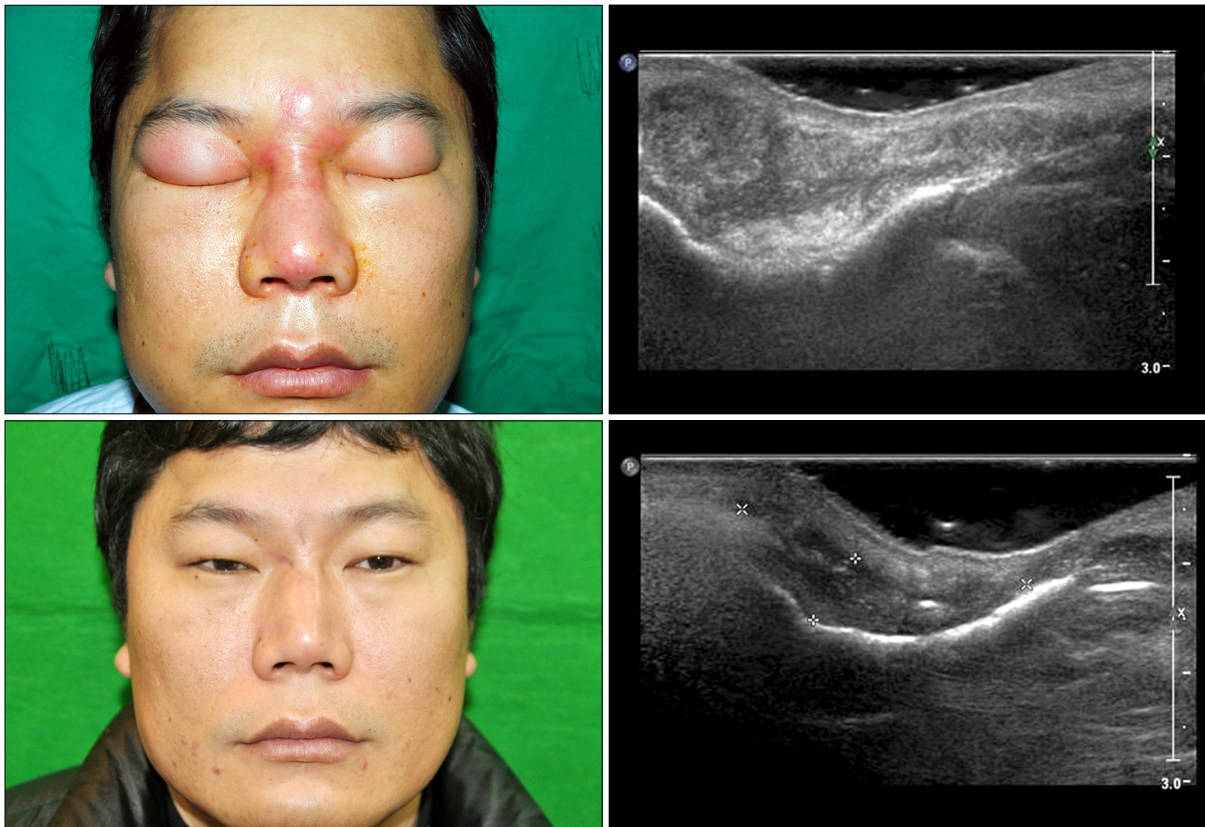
(Above, left) A 38-year-old male with swelling and erythema on the nose and grabella and pus-like discharge from the nasal tip. (Above, right) High-resolution ultrasonography demonstrates irregular lobulated inflammatory fluid collection at dorsum and tip of the nose. (Below, left) Postoperative 1 year view after debridement of inflammatory tissue. (Below, right) High-resolution ultrasonography shows markedly reduced inflammatory fluids except a small scar cavity.
